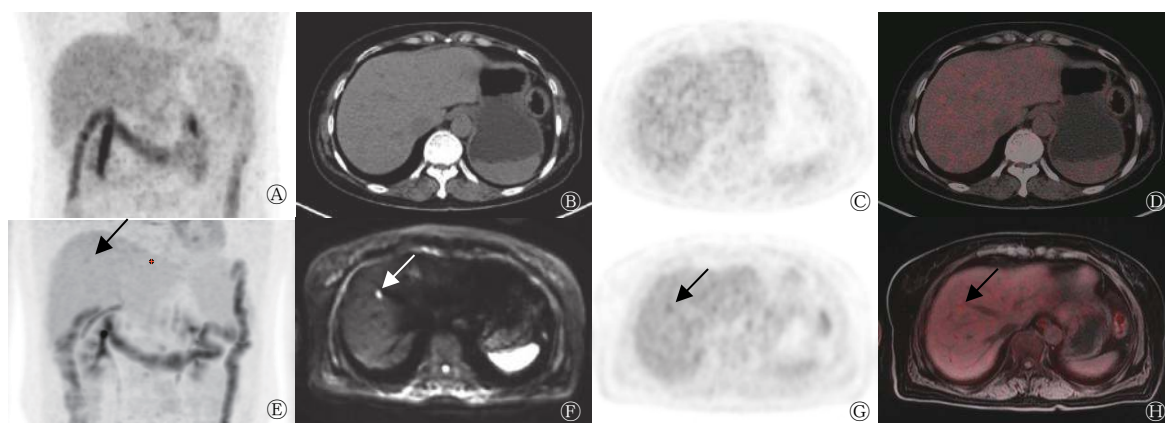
直肠癌患者(女性, 69岁)肝右前叶转移瘤的 $^{18}\text{F}$ -FDG PET/CT、PET/MRI显像图 A为PET/CT MIP图, 肝脏未见明显 $^{18}\text{F}$ -FDG代谢增高灶; B为CT图, 肝内未见明显异常密度灶; C、D为PET、PET/CT融合图, 肝内未见明显 $^{18}\text{F}$ -FDG代谢增高灶; E为PET/MRI MIP图, 肝内可见 $^{18}\text{F}$ -FDG代谢轻度增高灶(箭头所示); F为DWI图, 肝右前叶上段可见高信号病灶, 长径为0.8 cm(箭头所示); G、H为PET、PET/MRI融合图, 病灶 $^{18}\text{F}$ -FDG代谢轻度增高,  $\text{SUV}_{\text{max}}=3.74$ , 考虑为肝转移瘤(箭头所示)。FDG为氟脱氧葡萄糖; PET为正电子发射断层显像术; CT为计算机体层摄影术; MRI为磁共振成像; MIP为最大密度投影; DWI为弥散加权成像;  $\text{SUV}_{\text{max}}$ 为最大标准化摄取值
